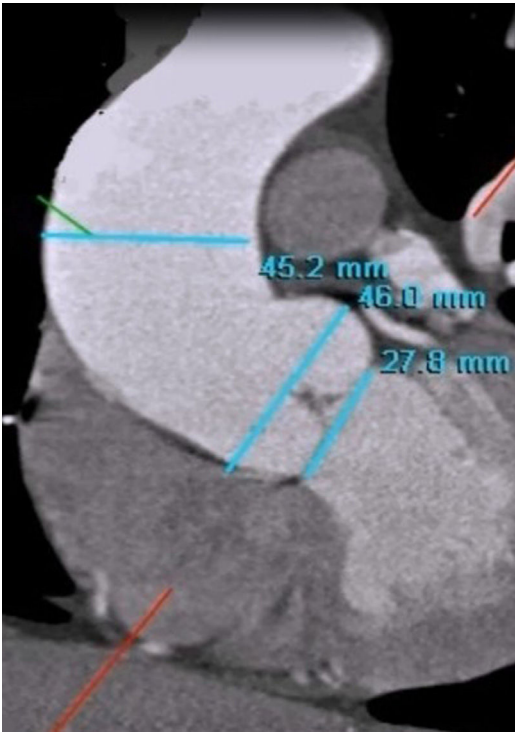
Angio-TC con medidas de anillo aórtico, senos de valsalva y aorta ascendente.
